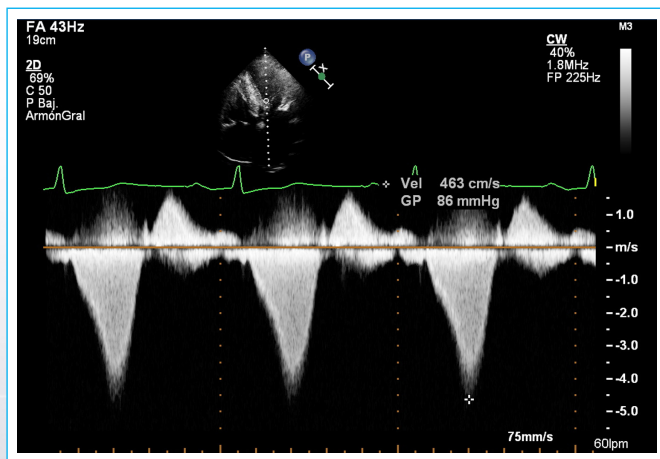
Doppler continuo a través del TSVI, con velocidad máxima de 4.63 m/s, gradiente máximo de 86 mmHg y que demuestra el espectro clásico de obstrucción dinámica a este nivel. TSVI, tracto de salida del ventrículo izquierdo.
